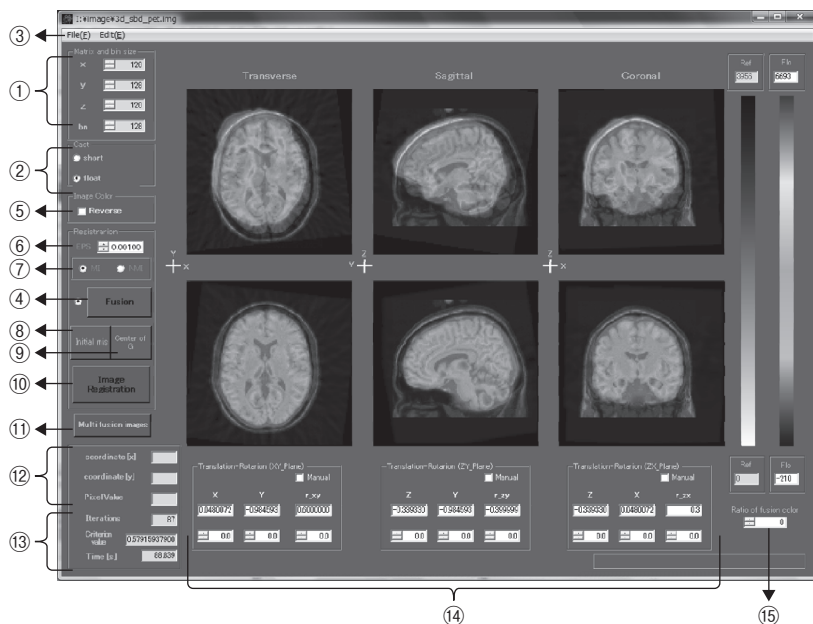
表示プログラムと PET-MRI の融合画像
